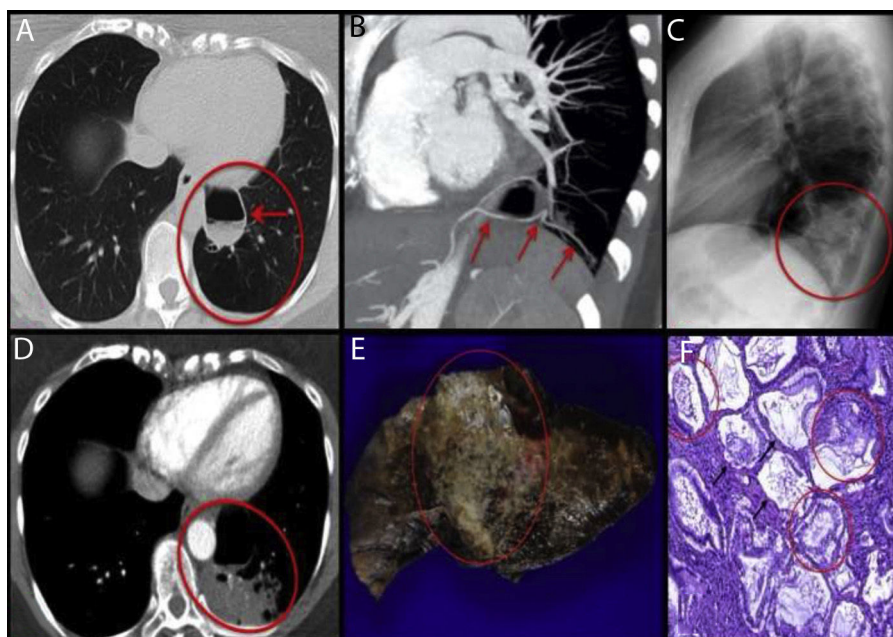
A: TC de alta resolución en plano axial. En el lóbulo inferior izquierdo se observa área de desestructuración del parénquima pulmonar con menor vascularización (círculo rojo). La imagen quística de mayor tamaño presenta paredes engrosadas y nivel hidroaéreo (flecha). B: angio-TC torácica con reconstrucciones MIP y MPR. Existe una rama arterial proveniente del tronco celiaco (flechas) que irriga a la imagen quística así como a la zona de desestructuración. C: radiografía de tórax en proyección lateral. Se observa una consolidación en el lóbulo inferior izquierdo (círculo rojo), que en el contexto clínico de la paciente es sugestivo de neumonía. D: TC torácica con contraste intravenoso y adquisición de imágenes en fase arterial. Persiste estable la lesión quística de mayor tamaño (flecha). Se aprecia una consolidación hipodensa en el seno de la MCVAP (círculo rojo), con vasos en su interior. E: visión macroscópica de la pieza quirúrgica. Se observa una condensación blanquecina (círculo rojo), indurada, que se extiende a través del parénquima pulmonar en forma de nodulillos de tamaño variable. F: visión microscópica de la lesión. Extensa malformación arquitectural con áreas quísticas (flechas negras) en relación con MCVAP. Proliferación neoplásica de células epiteliales mucinosas atípicas que cubren los septos alveolares, con áreas de patrón pseudoneumónico (círculos rojos).
